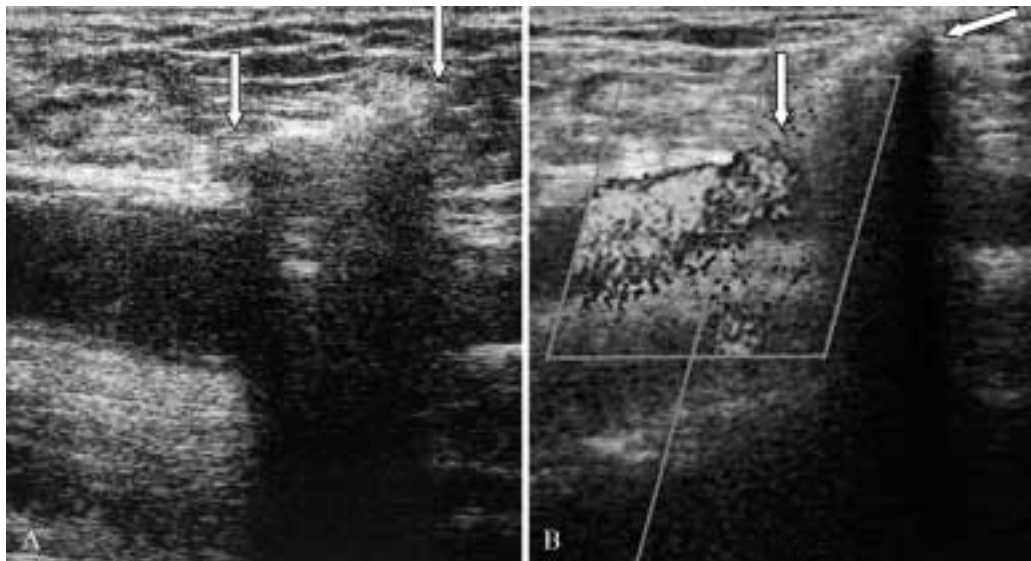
A) L'ecotomografia visualizza le cartucce di collagene a ridosso dell'avventizia come lievemente iperecogene rispetto ai tessuti molli sottocutanei nel sito di puntura (freccie); B) lo studio power-Doppler dimostra la regolare pervietà dell'arteria femorale comune.
